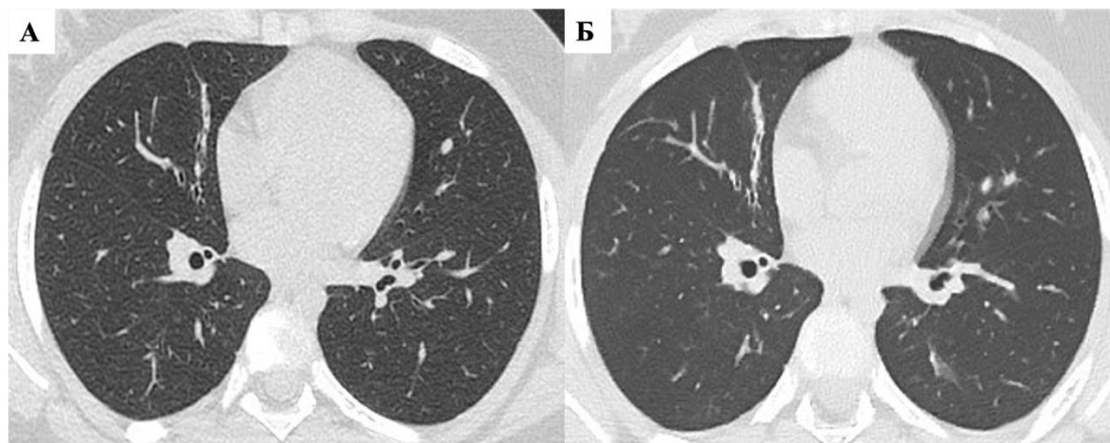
Компьютерные томограммы органов грудной клетки девочки П., выполненные в возрасте 7 лет (А) и 9 лет (Б). Описание в тексте
